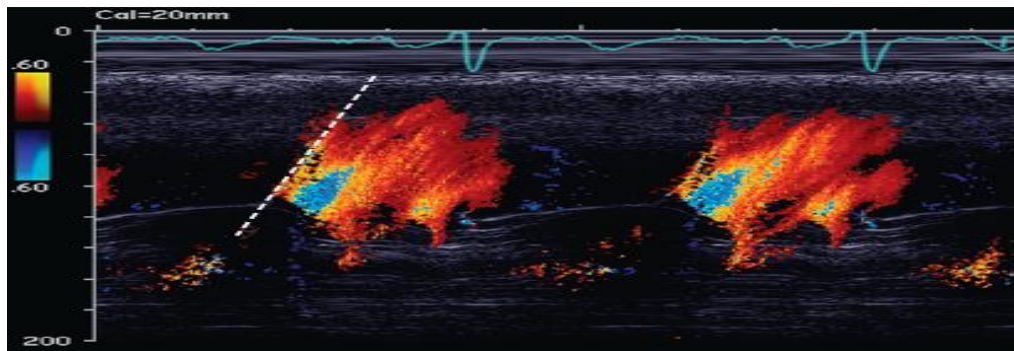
11: Doppler mod-M, Viteza de propagare a fluxului mitral
